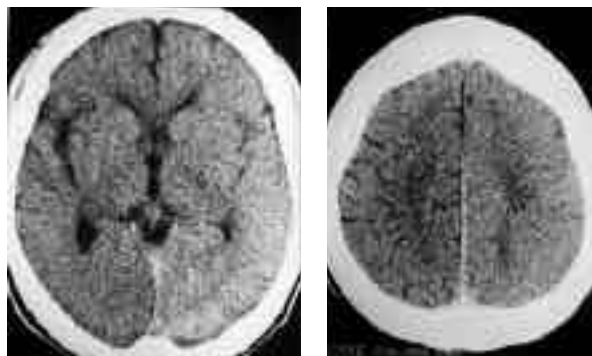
TAC simple de cráneo con borramiento de surcos en hemisferio izquierdo, pérdida de interfase córtico-subcortical y obliteración de la cisura de Silvio.
